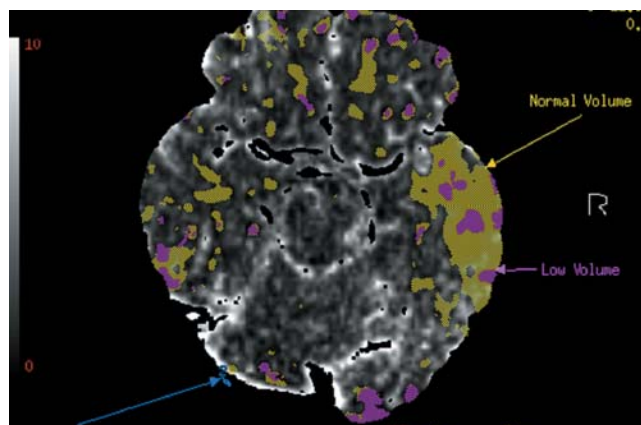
Данные перфузионной КТ, демонстрирующие наличие небольших очагов мертвой ткани мозга (фиолетовый) и большую зону жизнеспособной пенумбры (оранжевый).
